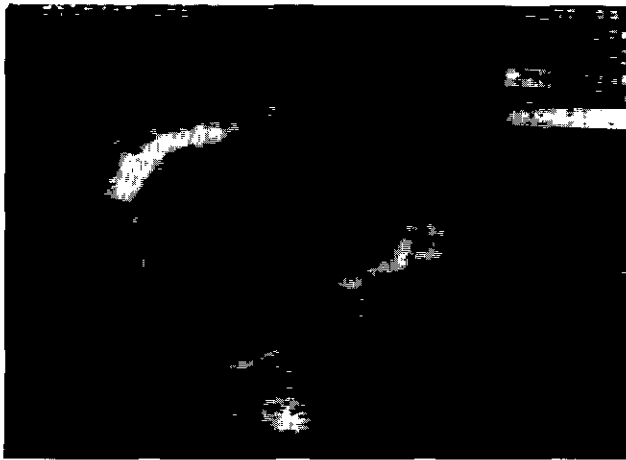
Follow-up echocardiogram showing no left ventricular outflow tract obstruction(arrow). LV, left ventricle, RV; right ventricle.
